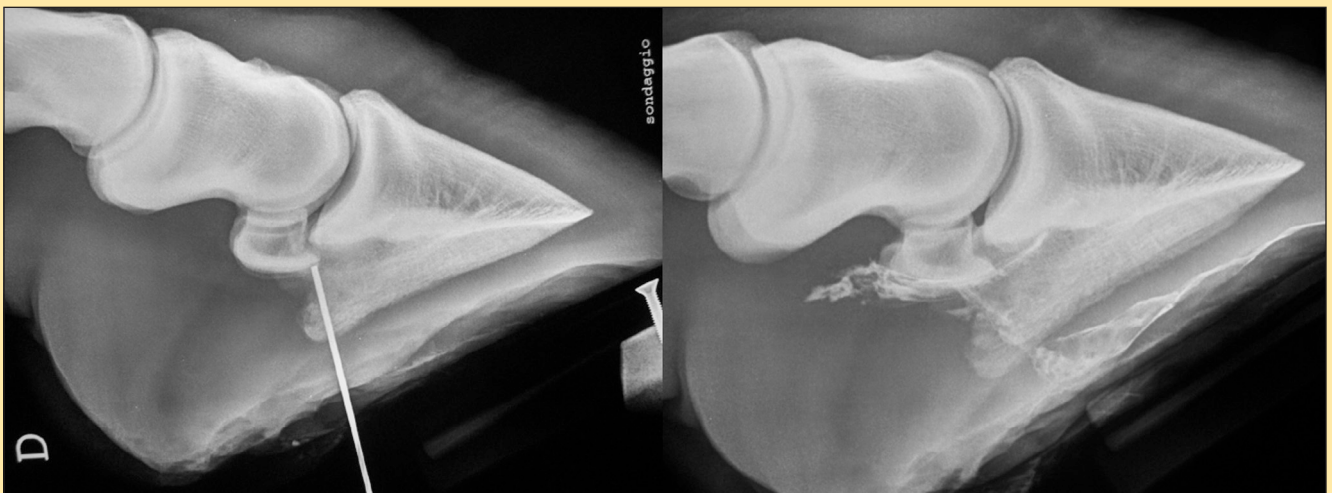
Immagine radiografica della sonda posizionata attraverso la fistola soleare (sopra) e risultati della fistulografia (sotto). Il m.d.c. inocultato dalla ferita delinea i contorni della borsa navicolare indicandone la penetrazione.
